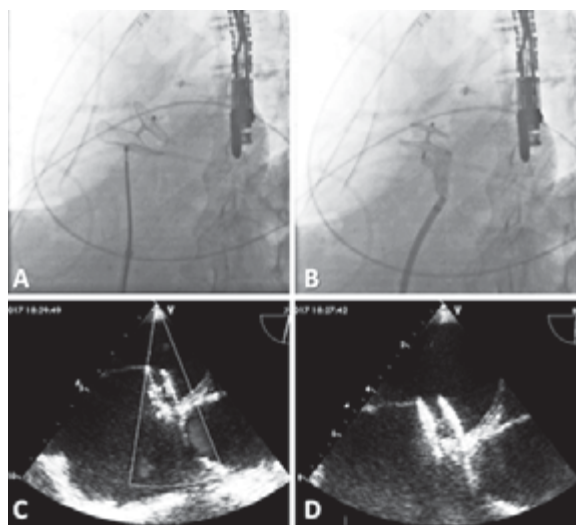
Imagen fluoroscópica y de ecocardiograma transesofágico de cierre de FOP mediante un dispositivo Amplatzer®. A y B. Imagen fluoroscópica del despliegue e implante del dispositivo ocluser Amplatzer®. C. Imagen de ecocardiograma transesofágico del dispositivo correctamente implantado sin evidencia de fuga en el doppler color (D).
